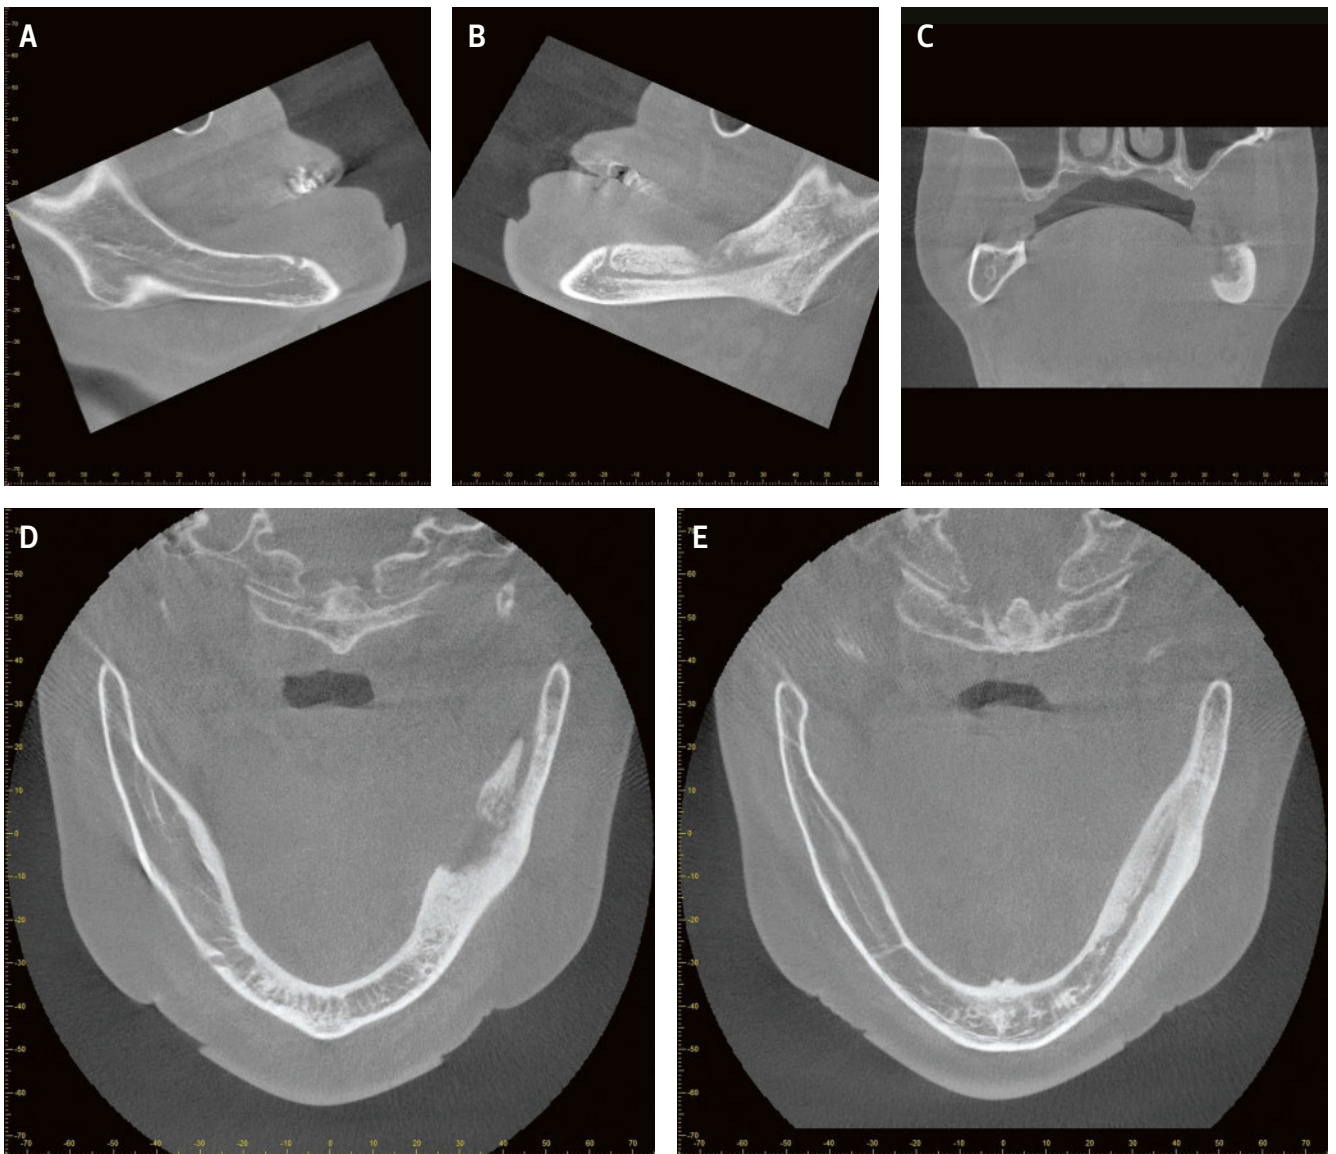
La tomographie volumique numérique (TVN; Veraview X800; J. Morita Mfg. Corp., Kyoto, Japon) un an après l'extraction de la 38 montre une densification (sclérose) significative de l'os de la mandibule gauche par rapport à la mandibule droite. Dans la région de l'ancienne dent 38, on observe une ostéolyse et une structure osseuse en partie raréfiée, qui ne semble pas partout clairement délimitée par rapport au canal mandibulaire.
